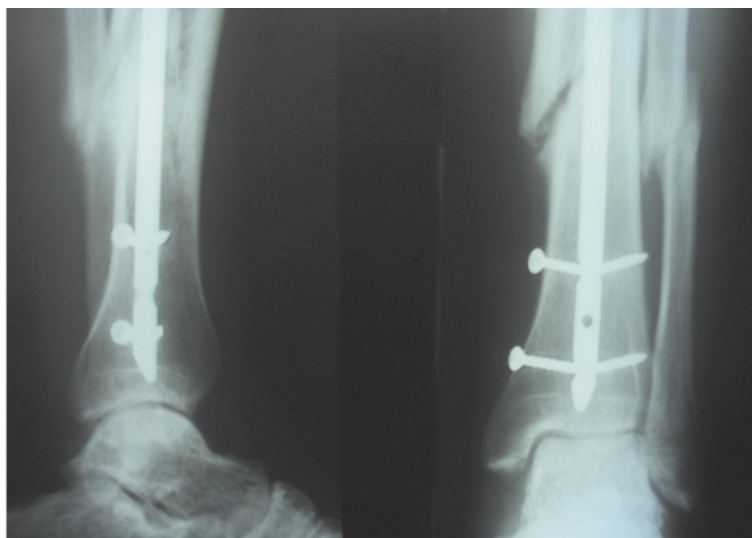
Фоторентгенограммы левой голени больной П., 38 лет (ист. болезни №5230, Петрозаводск, БСМП, 2010) оперированной методом БИОС. Имеет место перелом дистальных блокирующих винтов
